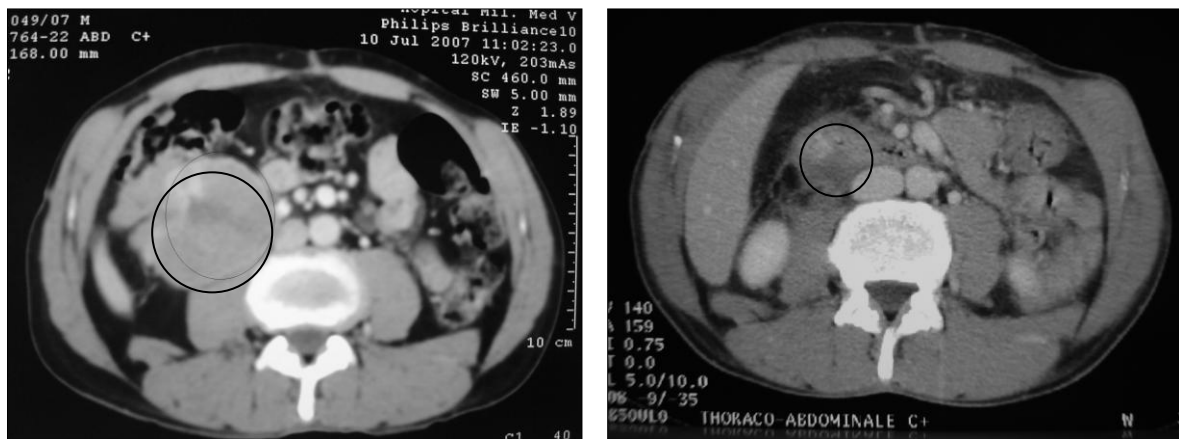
TDM montrant l'évolution de la récurrence tumorale après 4 mois de traitement par imatinib.
